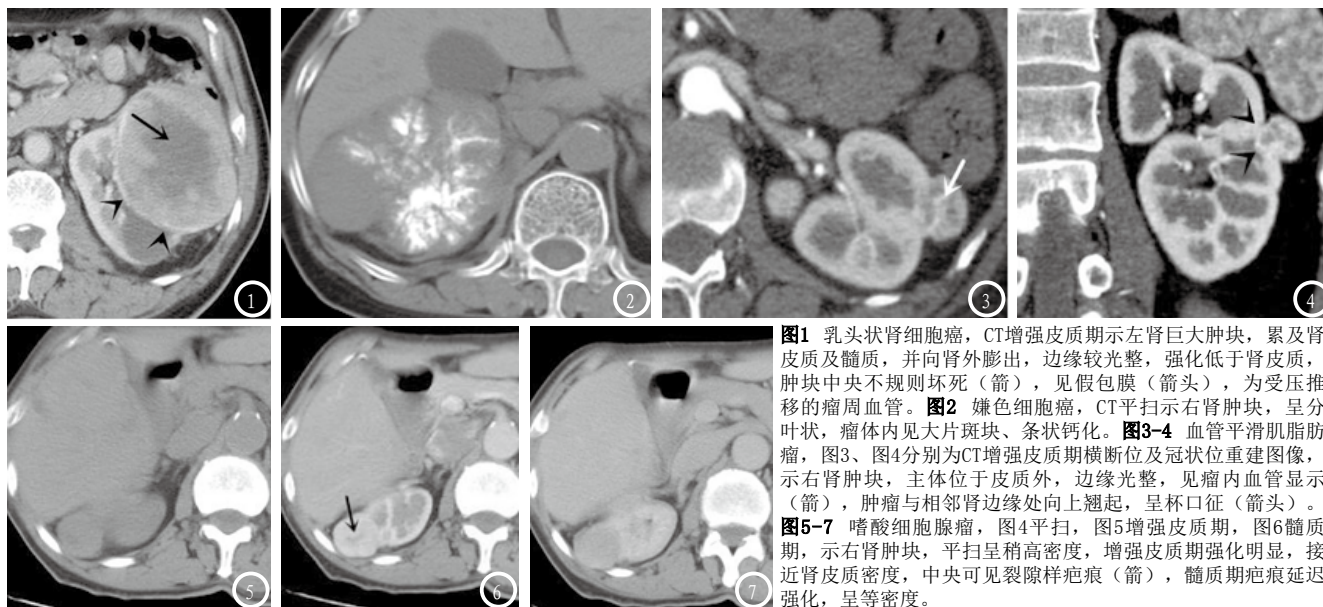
乳头状肾细胞癌, CT增强皮质期示左肾巨大肿块, 累及肾皮质及髓质, 并向肾外膨出, 边缘较光整, 强化低于肾皮质, 肿块中央不规则坏死(箭), 见假包膜(箭头), 为受压推移的瘤周血管。图2 嫌色细胞癌, CT平扫示右肾肿块, 呈分叶状, 瘤体内见大片斑片、条状钙化。图3-4 血管平滑肌脂肪瘤, 图3、图4分别为CT增强皮质期横断位及冠状位重建图像, 示右肾肿块, 主体位于皮质外, 边缘光整, 见瘤内血管显示(箭), 肿瘤与相邻肾边缘处向上翘起, 呈杯口征(箭头)。图5-7 嗜酸性细胞腺瘤, 图4平扫, 图5增强皮质期, 图6髓质期, 示右肾肿块, 平扫呈稍高密度, 增强皮质期强化明显, 接近肾皮质密度, 中央可见裂隙样疤痕(箭), 髓质期疤痕延迟强化, 呈等密度。
